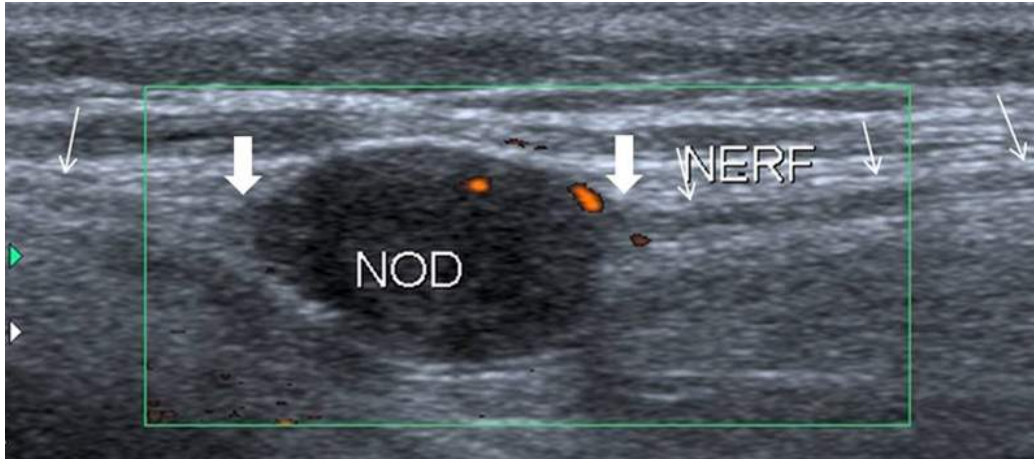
Schwannome sous-cutané. Coupe sagittale avec Doppler énergie.
